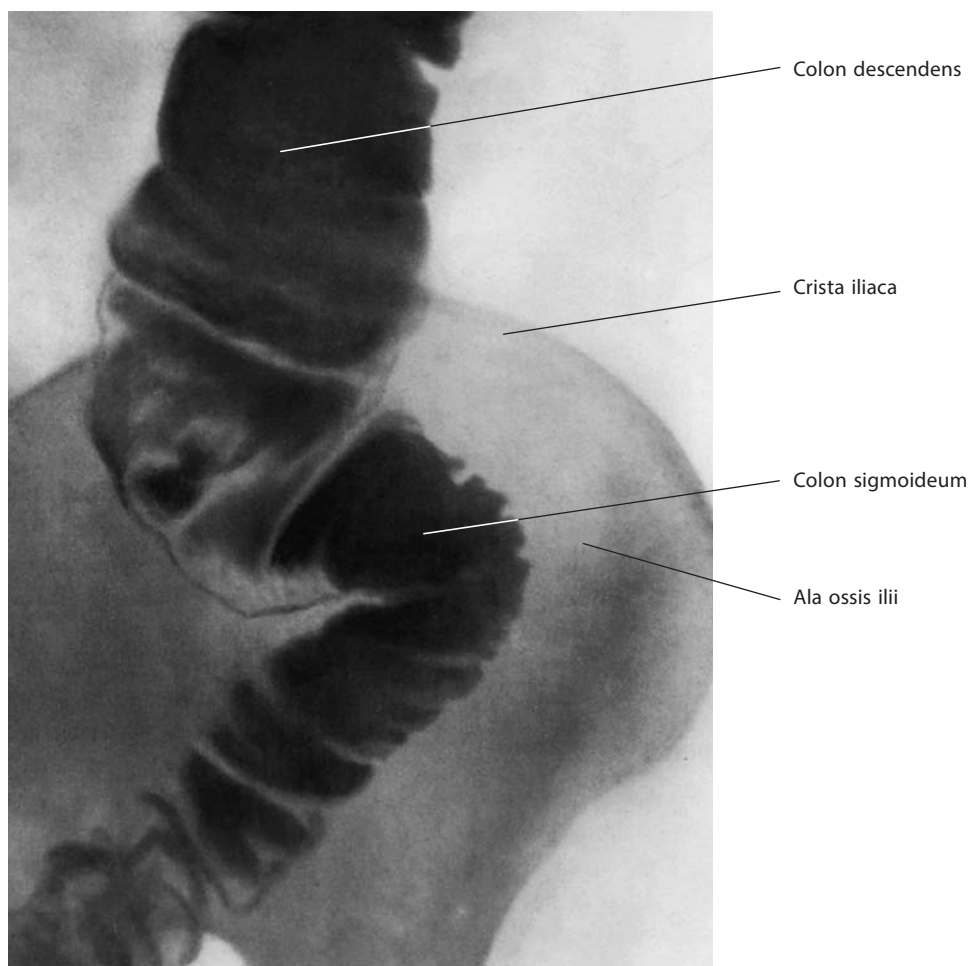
Сигмовидная ободочная кишка, colon sigmoideum (рентгенограмма)
